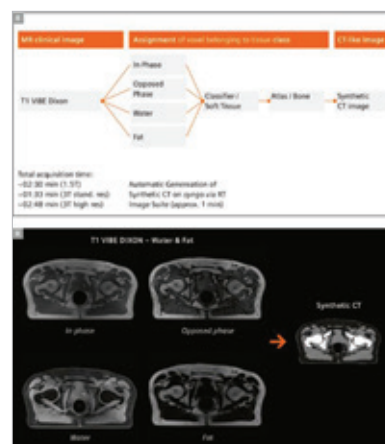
Transformation de l'image IRM du bassin en CT Synthétique.
